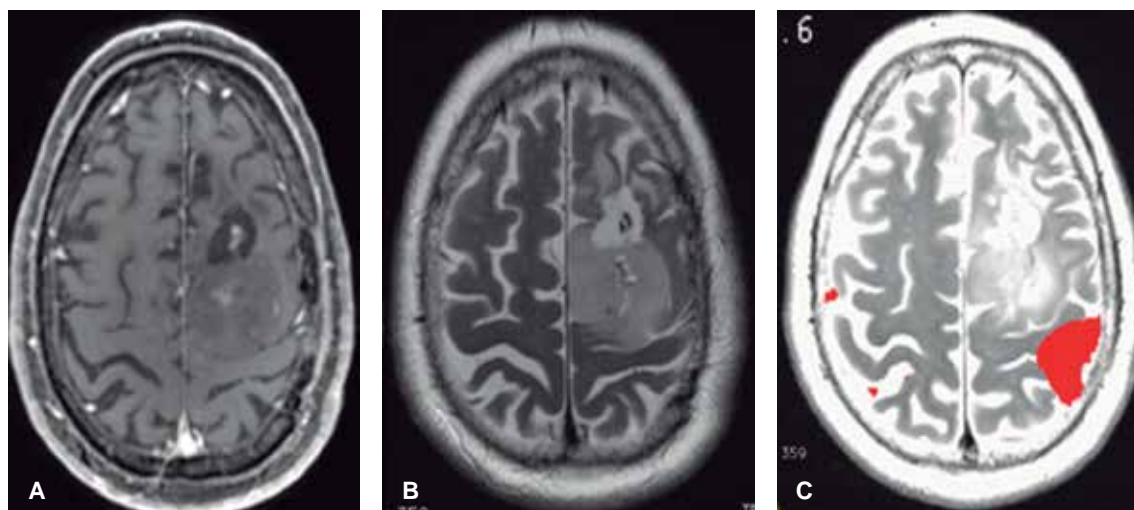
A y B. La imagen A de Rmn secuencia T1 con gadolinio y la imagen B con secuencia T2, muestran la lesión de neoplasia con degeneración quística central, áreas de necrosis, calcificaciones y cambios postquirúrgicos, localizada en primera y segunda circunvolución del lóbulo frontal izquierdo (área premotora). C. En la IRM funcional se observa en color rojo el área motora primaria para la mano derecha, el área motora del lenguaje se encontró en la tercera circunvolución, lejana al tumor.
